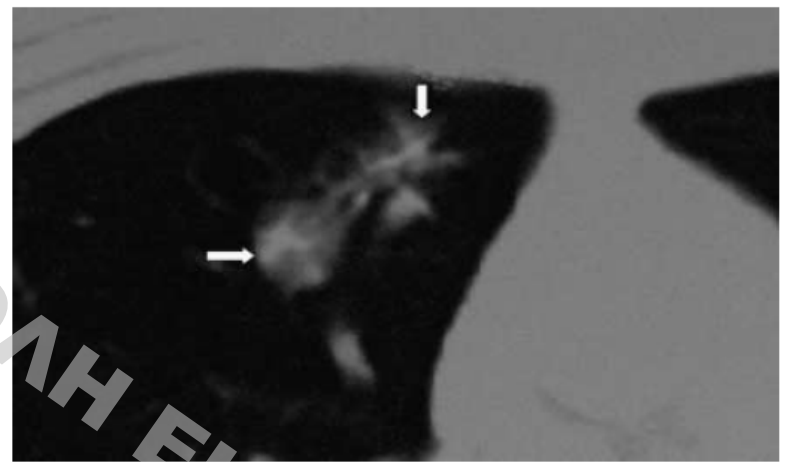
High-resolution CT scan of the chest in a patient with Cushing's syndrome due to ectopic ACTH secretion from a typical carcinoid tumour with surrounding atelectasis.
